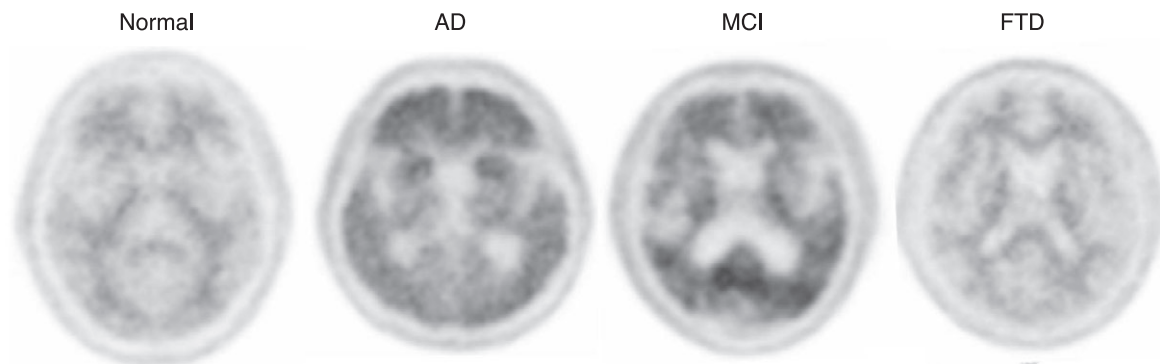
[^{11}C]PIB PET images of normal healthy person and patients with Alzheimer's disease, Mild cognitive impairment, and frontotemporal dementia. In [^{11}C]PIB PET images of normal person and patient with frontotemporal dementia, cerebral cortical uptake is lower than white matter. [^{11}C]PIB PET image of Alzheimer's disease shows increased uptake in bilateral frontal and temporal cortex, and anterior striata. [^{11}C]PIB PET image of mild cognitive impairment also shows increased uptake in bilateral posterior cingulate gyri, suggesting increased beta-amyloid burden.
